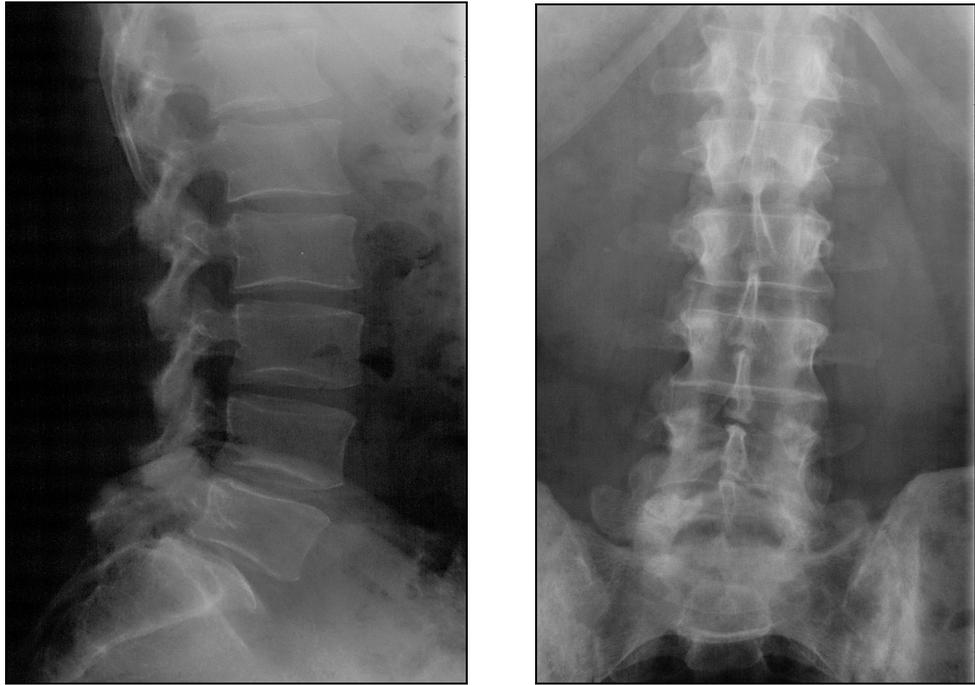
Präoperative Röntgenübersichtsaufnahmen der Wirbelsäule (9/ 1997) in zwei Ebenen
